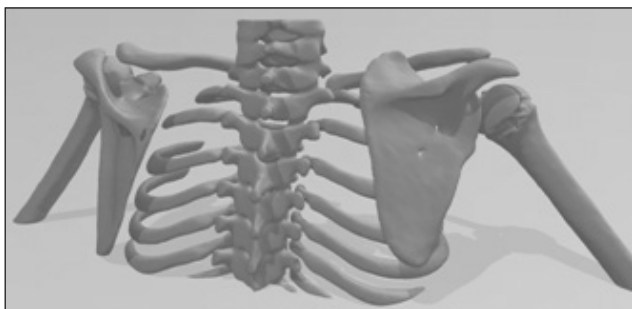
3D-зображення, отримане з КТ пацієнта
